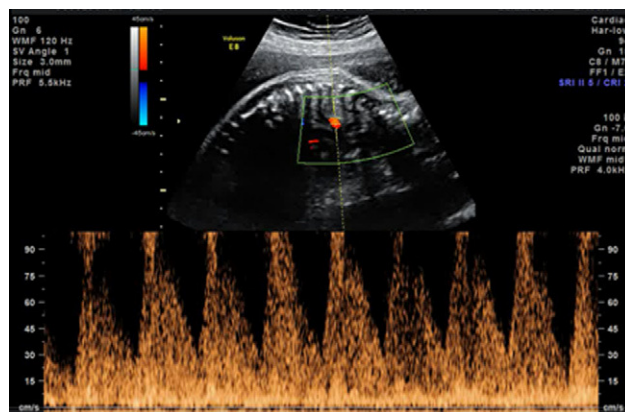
Imagen Doppler que muestra un flujo diastólico elevado a través del conducto arterioso en el caso 1.
